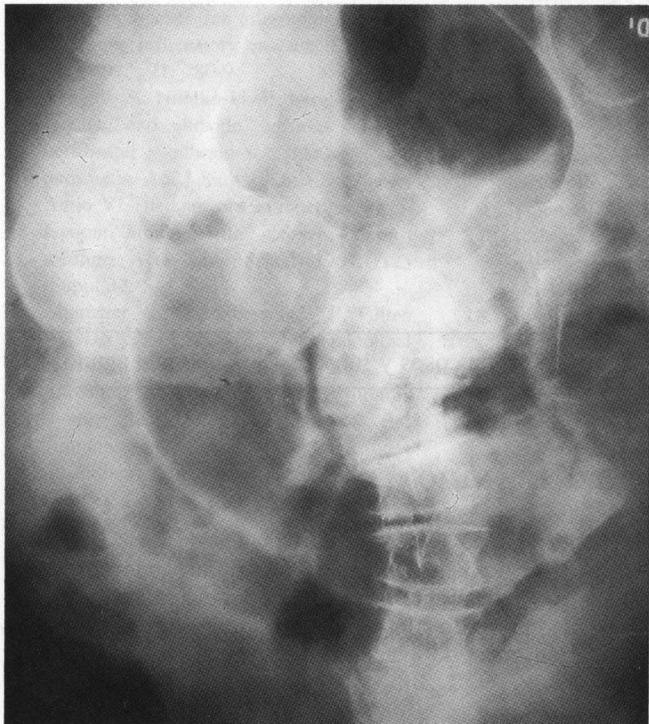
Radiografía de abdomen simple en decúbito dorsal que muestra gran dilatación de un asa interpretada como del colon. Retrospectivamente correspondía a un asa delgada severamente distendida con imágenes gaseosas en la pared de la misma, compatibles con neumatosis intestinal.
